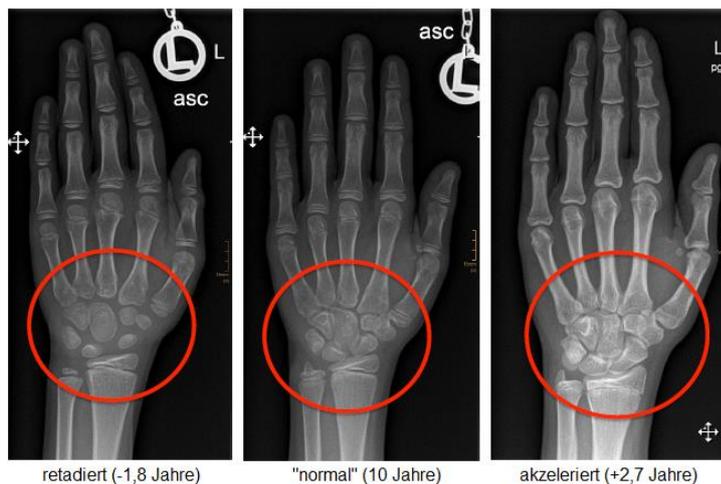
Röntgenbilder der linken Hand. Sichtbare Unterschiede der Handwurzelknochen (spielverlagerung.de).
